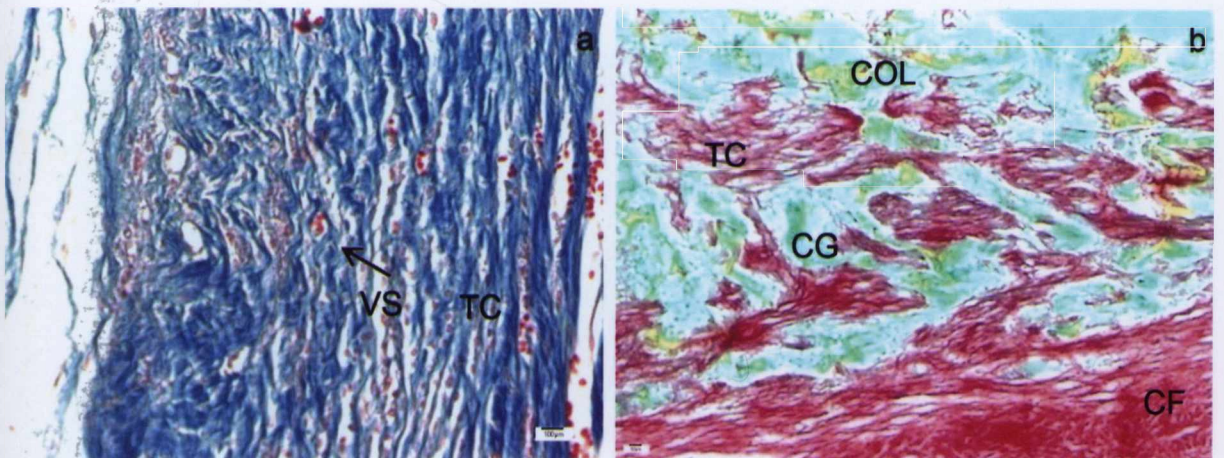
GIV 45D. a) MASSON – Presença de tecido conjuntivo e vasos sangüíneos; b) PIFIG - Tecido conjuntivo e células inflamatórias de permeio ao biomaterial. Legenda : Matriz de colágeno (COL); Cápsula fibrosa (CF); Tecido conjuntivo (TC); Célula gigante (CG).
